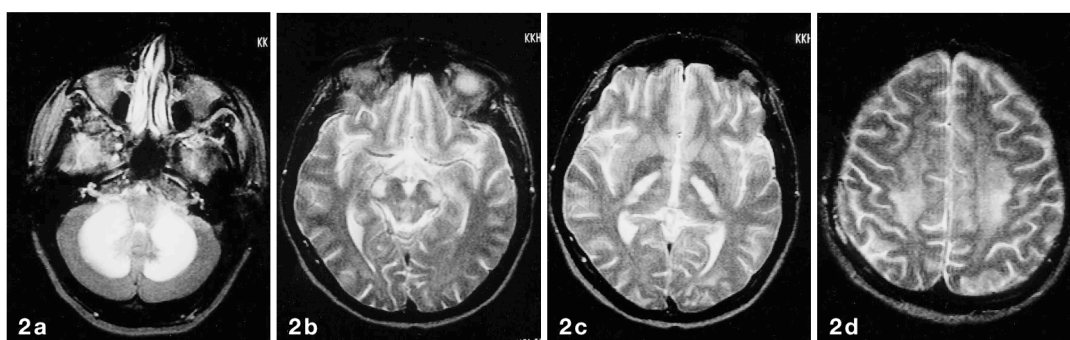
Ressonância magnética em doente com leucoencefalopatia espongiiforme após abuso de heroína inalada. Adaptado de (Weber et al., 1998)
